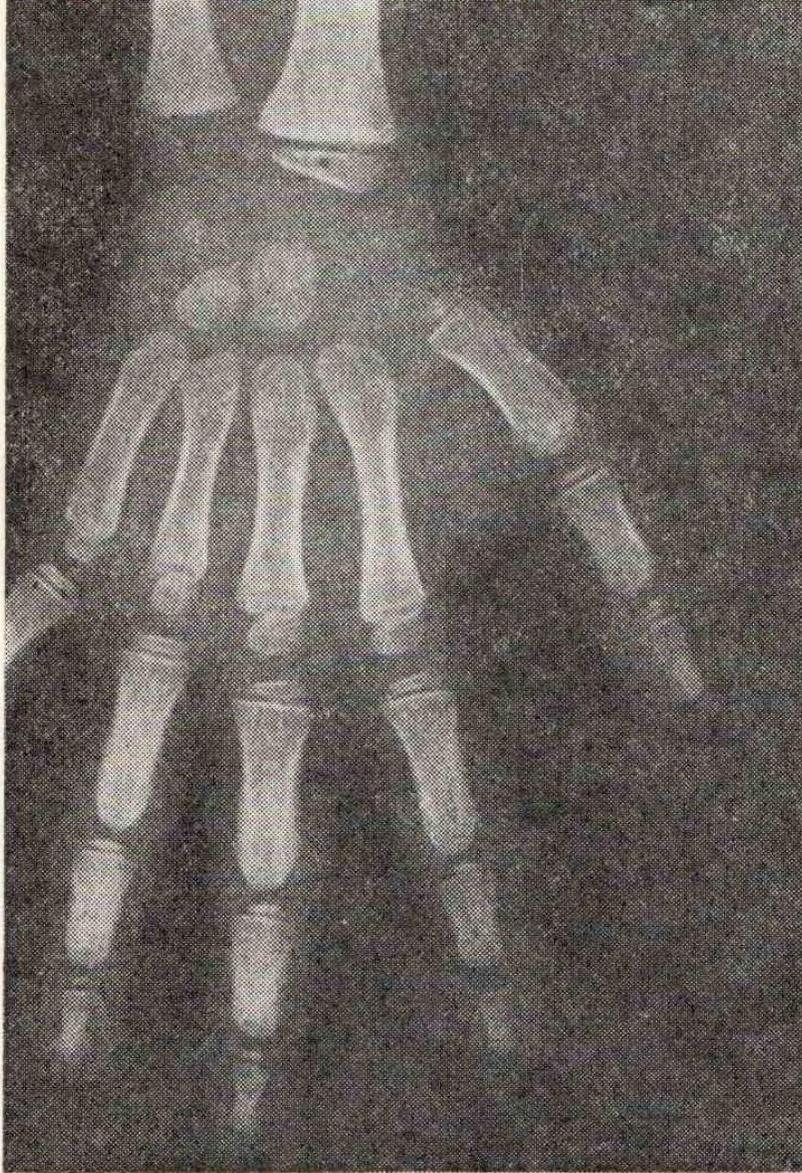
Рентгенограмма кисти ребенка
